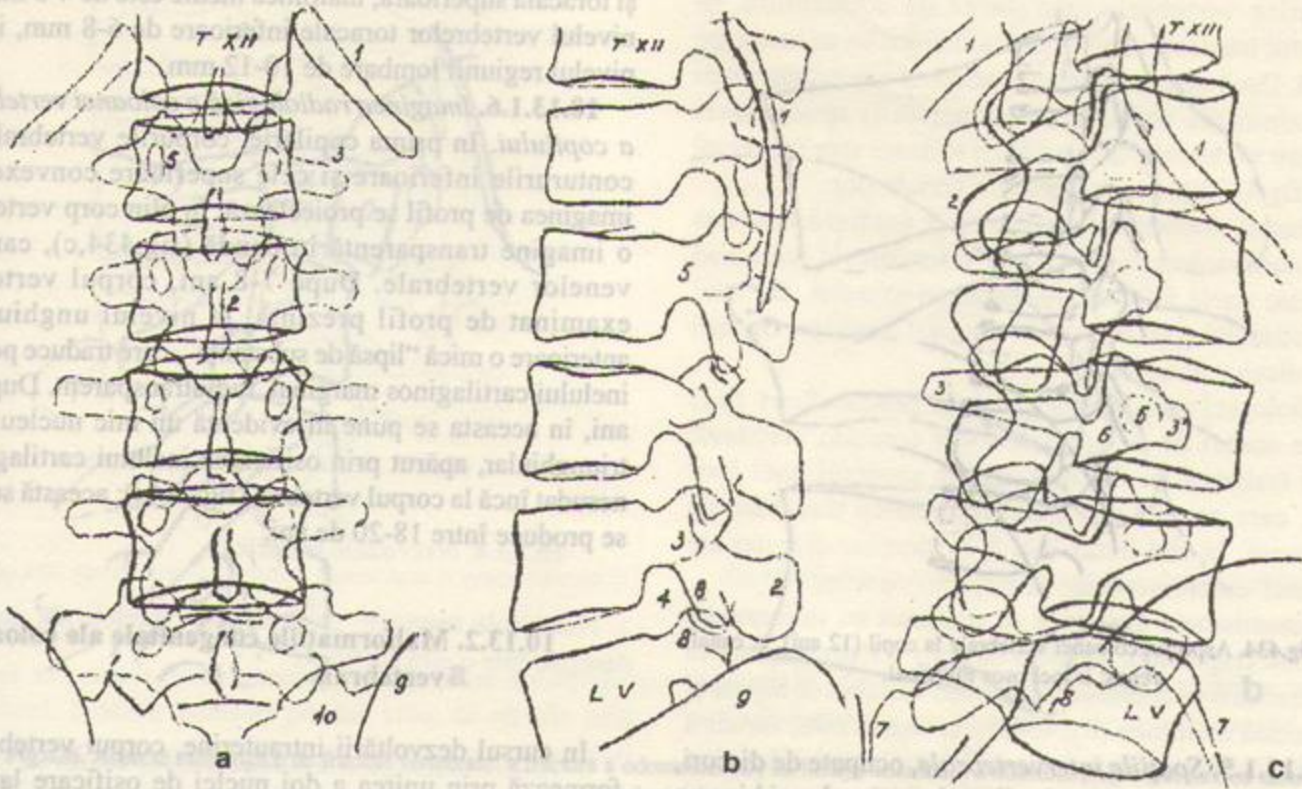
Imaginea radiologică a coloanei lombare pe radiografia de față (a), de profil (b) și oblică (c). 1. coasta XII; 2. apofize spinoase; 3. apofize transverse; 4. găuri de conjugare; 5. pediculi; 6. istm vertebral; 7. articulații sacro-iliace; 8. articulații mici; 9. osul iliac; 10. sacrum.
